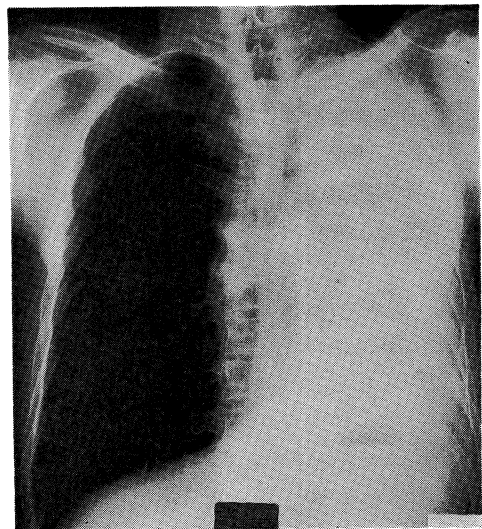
Chest radiograph of case No. 2, showing left total opacity accompanying mediastinal shift to left side, diaphragmatic elevation, and total occlusion of the left main bronchus.
